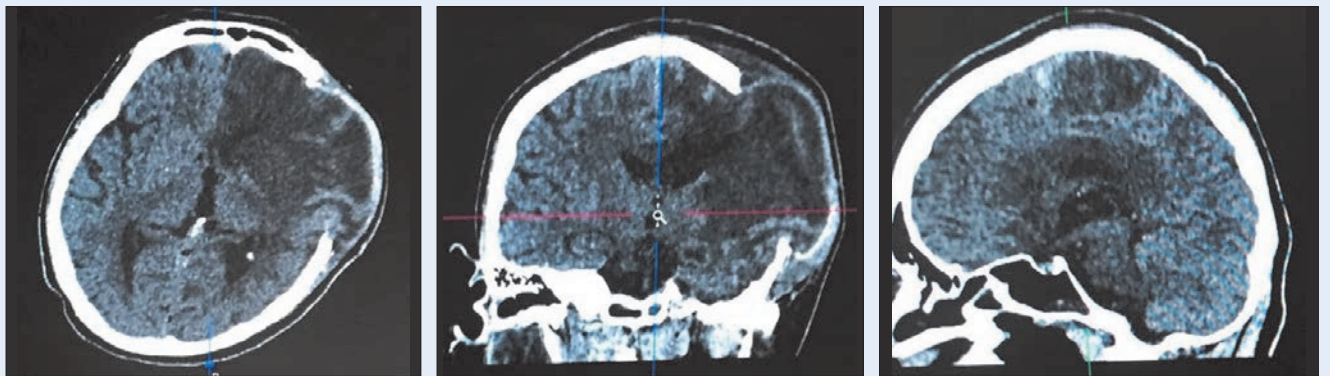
Дані комп'ютерної томографії пацієнтки
